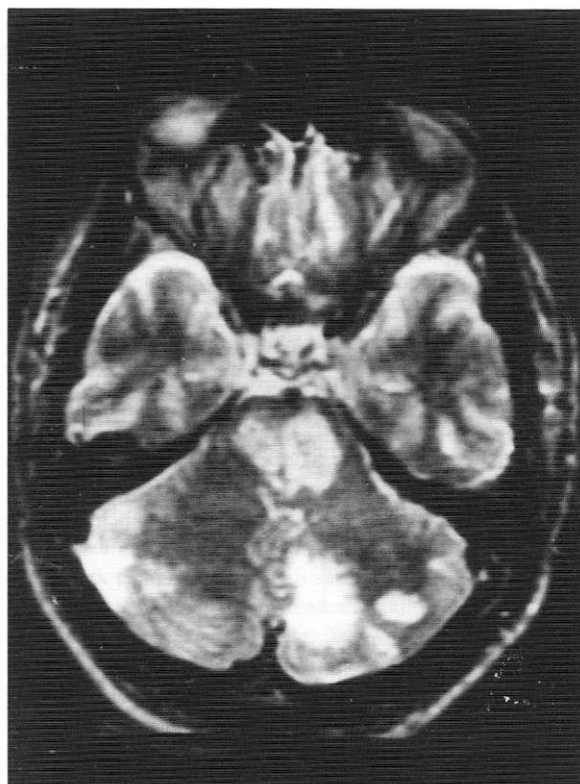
Estudio de imágenes por resonancia magnética (IRM) que demuestran extensas zonas de demielinización en tallo cerebral y cerebelo en un paciente con mielinólisis central del puente. (cortesía, Departamento de Radiología Fundación Santa Fe de Bogotá).
